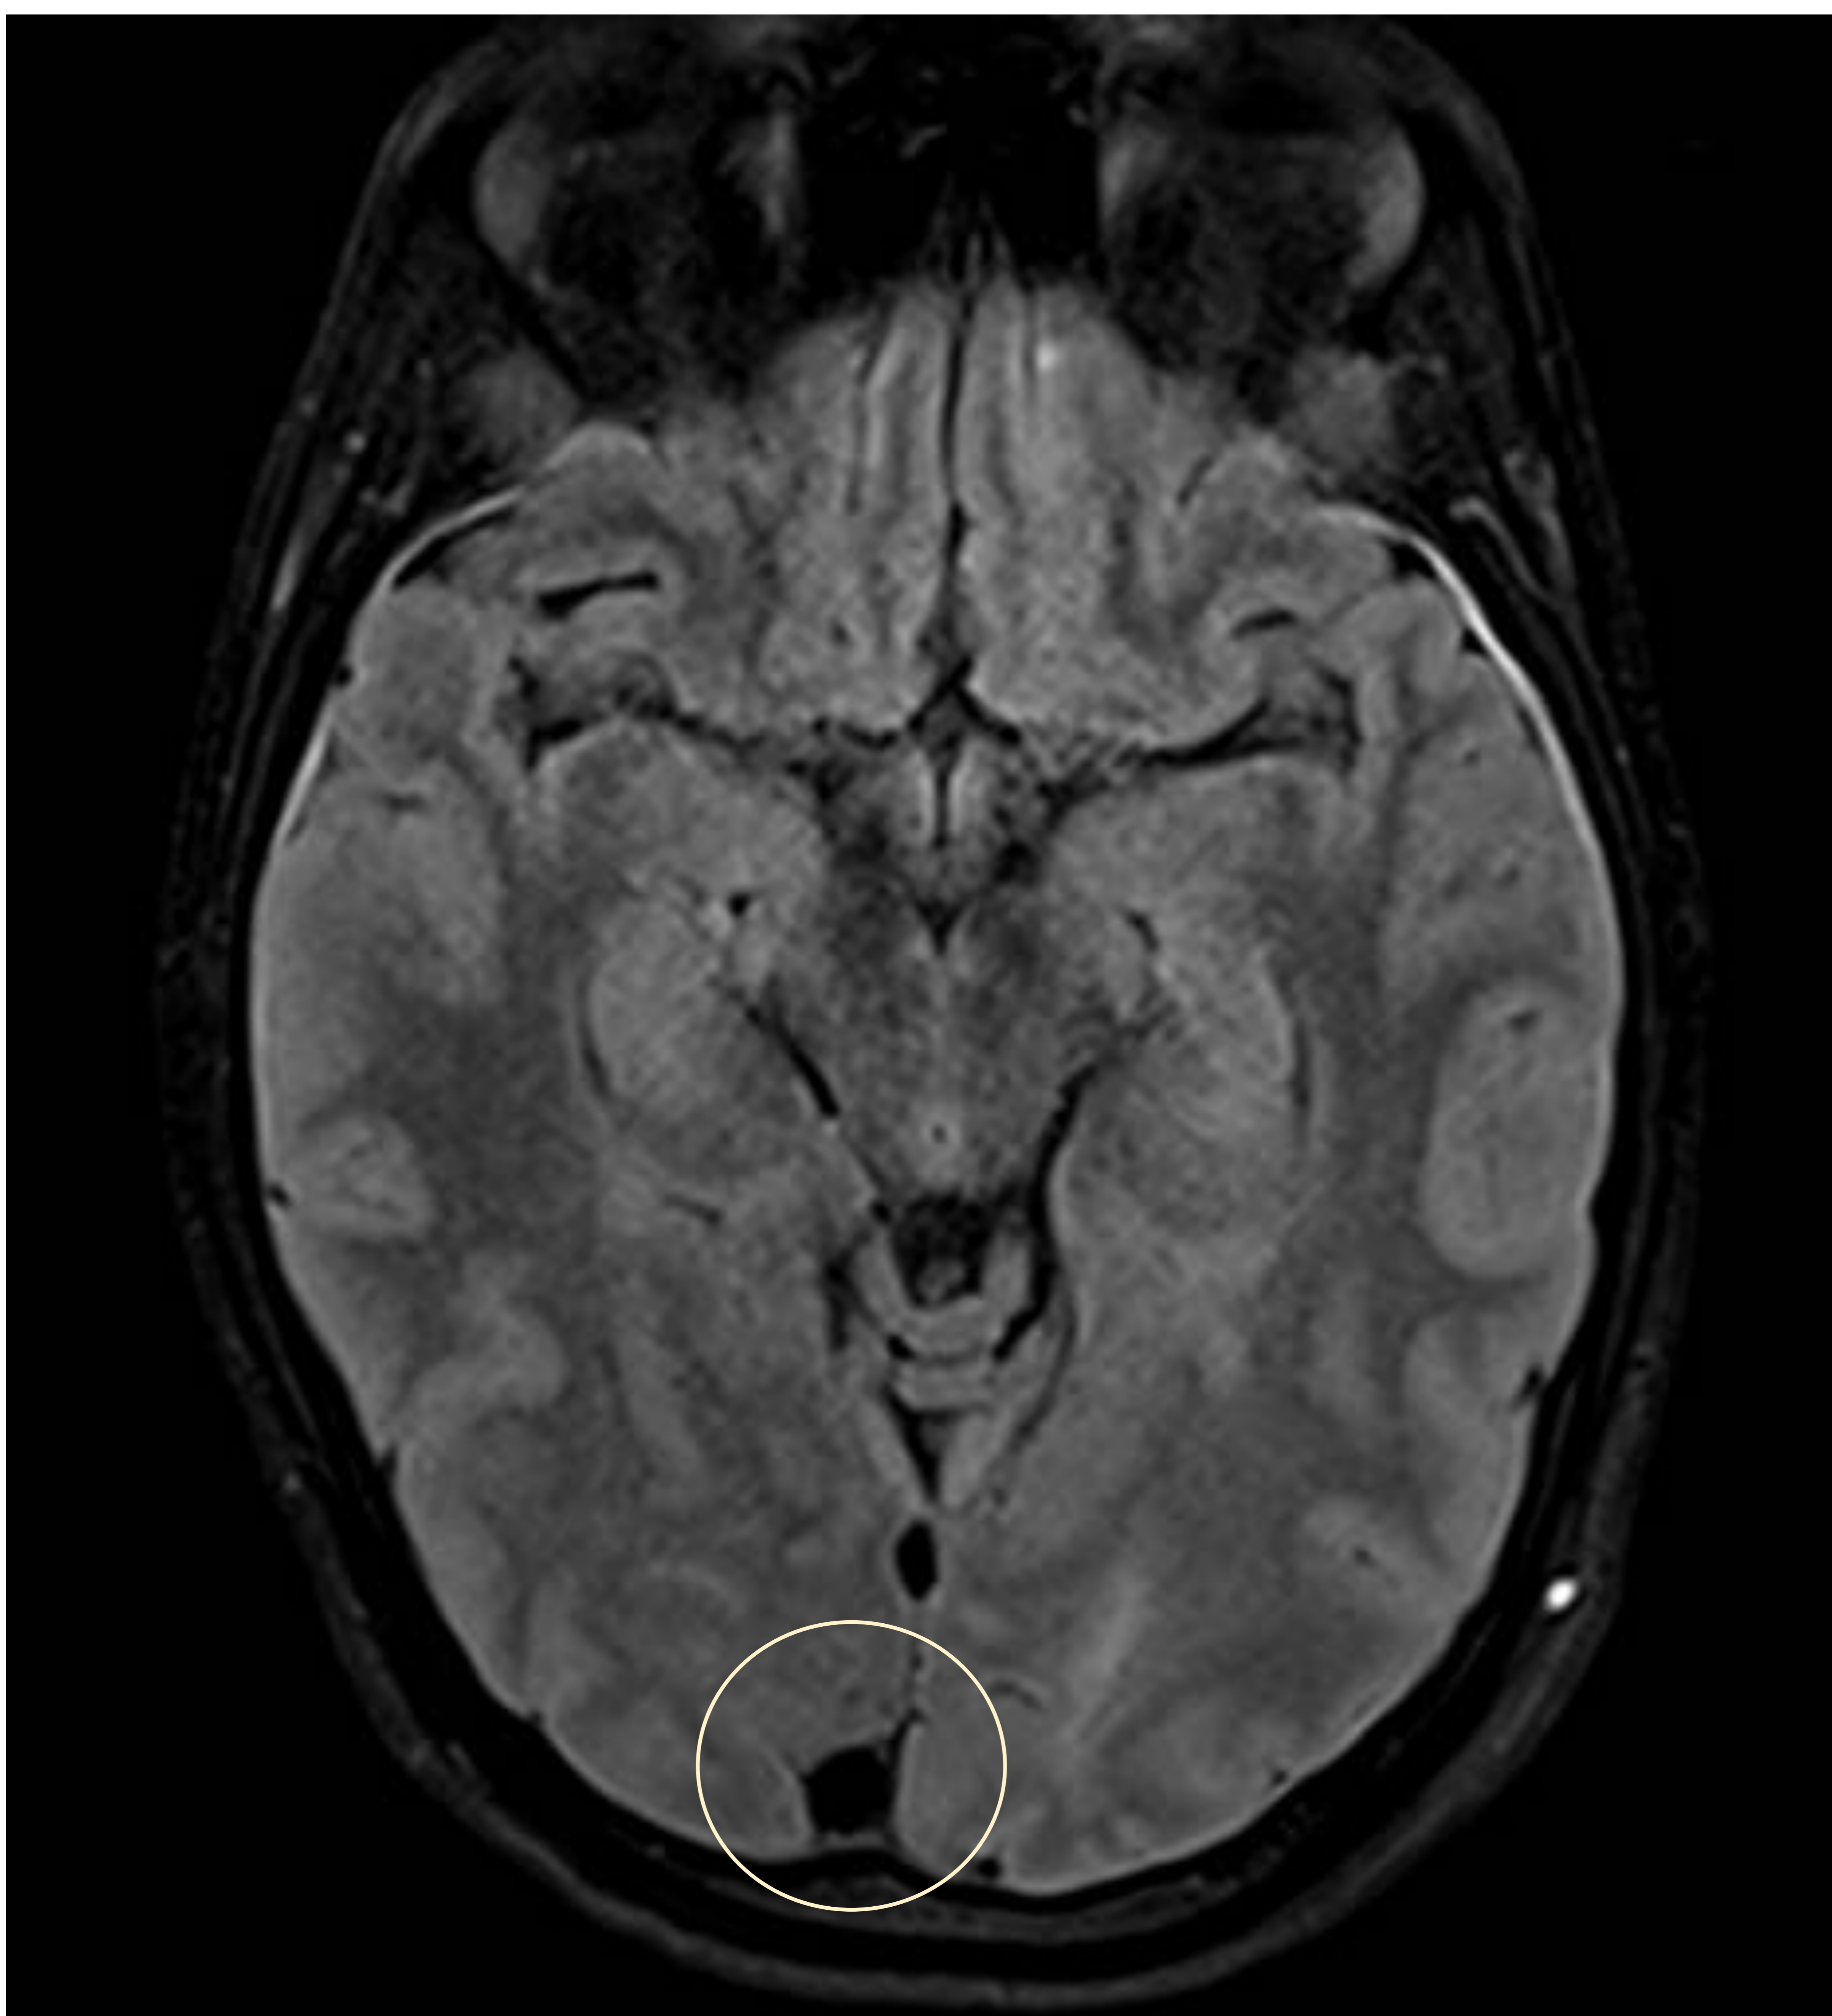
T2 FLAIR donde se identifica seno sagital de morfología redondeada secundario a Sd. de hipotensión intracraneal.
